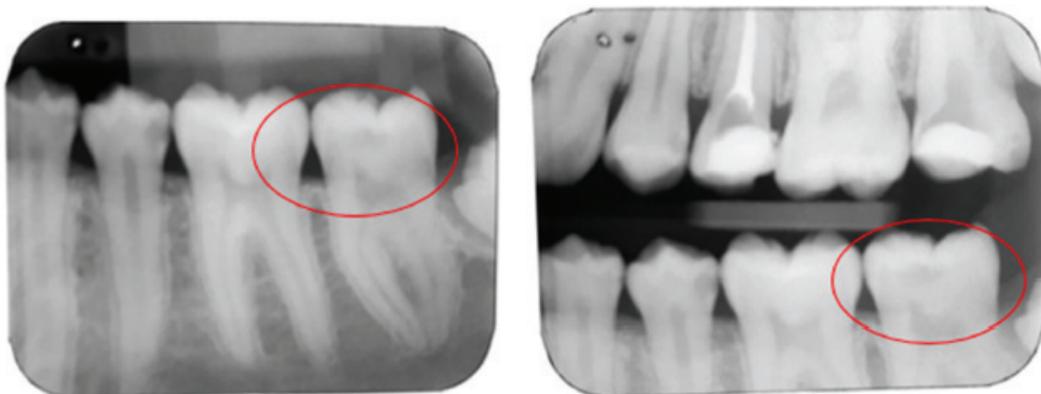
(imagem à esquerda) exame periapical do dente 37 (segundo molar permanente inferior esquerdo). (imagem à direita) exame interproximal da região de molares, lado esquerdo. Fonte: CANDIDO; DAMASCENO, 2020.
